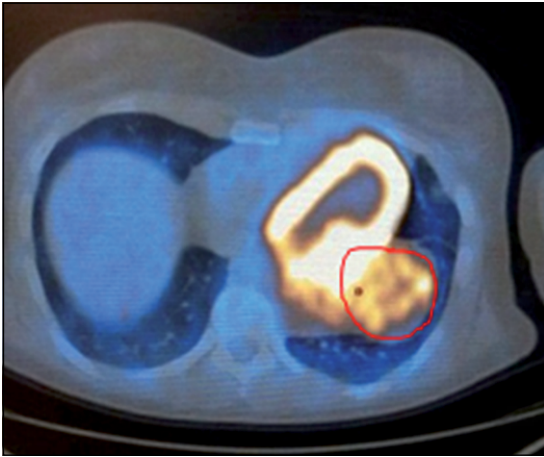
PET-TC scan (abril de 2014) donde se observa imagen compatible con metástasis.
